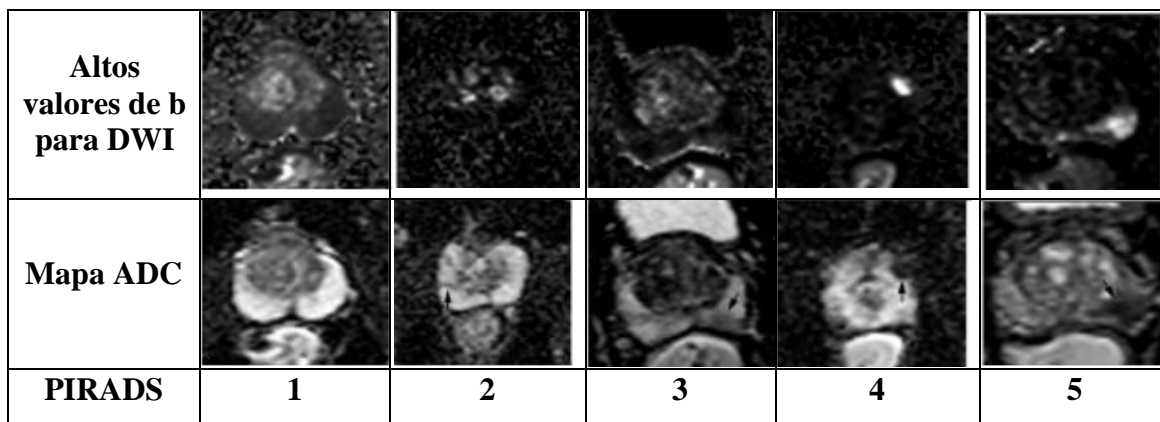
Evaluación PIRADS para ZP en DWI; (1) Sin anomalía en ADC y alto valor B en DWI; (2) Hipointensidad borrosa en ADC; (3) Hipointensidad focal leve / moderada en ADC e hiperintensa/ isointensa en alto valor b en DWI; (4) Hipointensidad focal marcadamente en ADC y marcada hiperintensidad en alto valor b en DWI; <1,5 cm en su mayor dimensión; (5) Igual que 4 pero ≥ 1.5 cm en su mayor dimensión o comportamiento definido de extensión/ invasión extra prostática ⁽⁴⁾.
